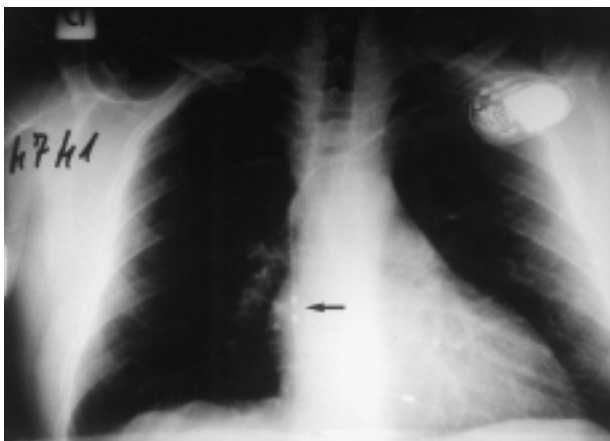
Radiografia del torace che dimostra un impianto VDD monocatteter correttamente posizionato. La freccia evidenzia il dipolo atriale flottante nella porzione medio-alta dell'atrio destro.
